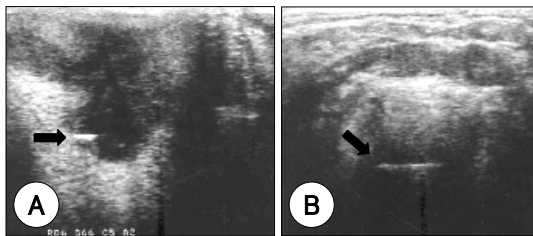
Ultrasonographic findings. A : Hypoechoic abscess formation identified with linear calcification (arrow). B : Linear calcified lesion (arrow) identified after surgical drainage of the abscess.
